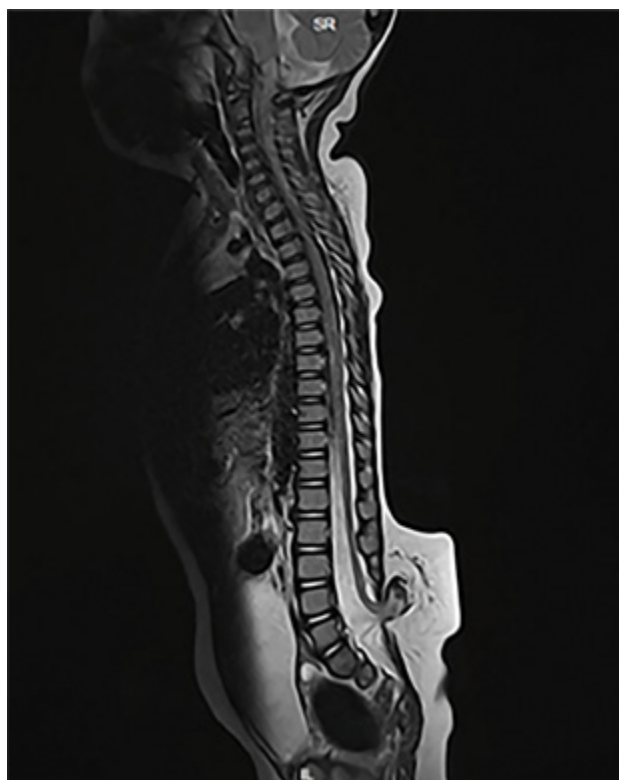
Imagen por Resonancia Magnética de columna lumbosacra donde se evidencia disrafismo lumbar, compatible con lipomielenocele.
